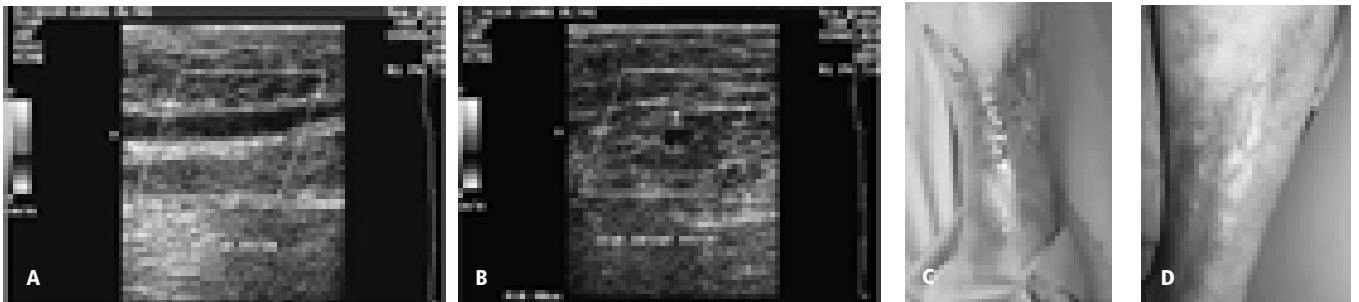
Dos meses después del tratamiento endovascular se observa la vena safena delgada y sin evidencia de señal Doppler color en los cortes sagital (a) y transverso (b). En este paciente se observa resolución de una úlcera venosa que había persistido por dos años a pesar de diversos tratamientos (c) y que cicatrizó por completo. (d)
